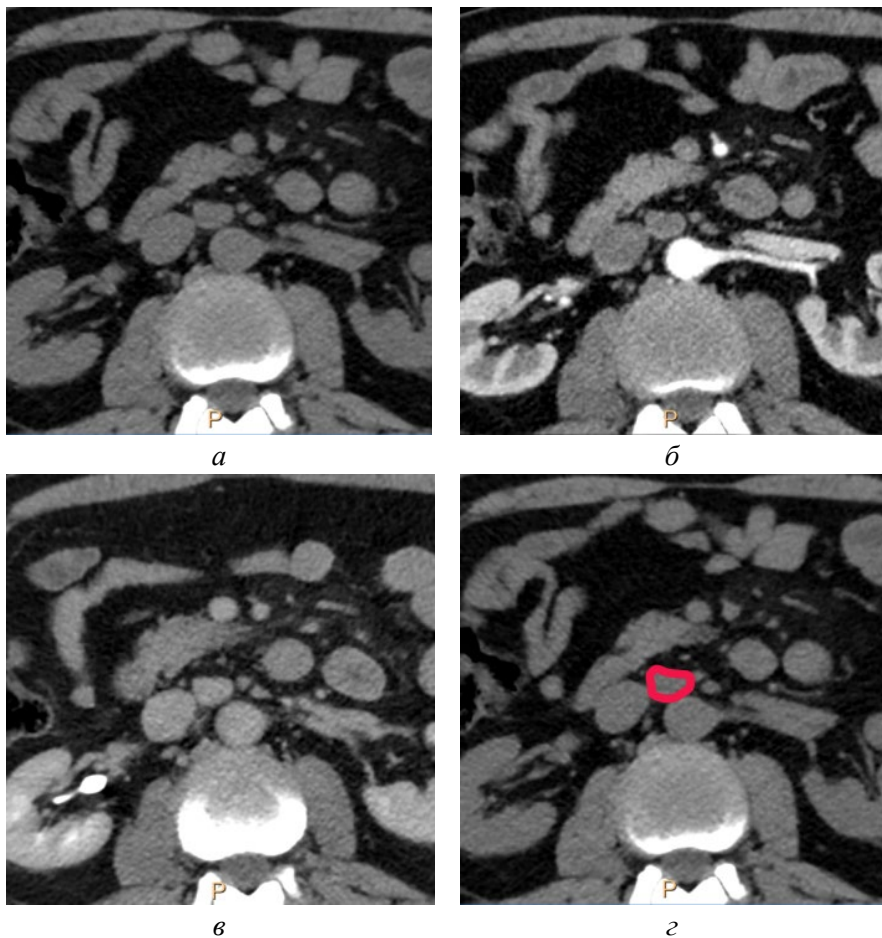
КТ желудка. В артериальную фазу сканирования аортокавальный лимфатический узел имеет гетерогенную структуру: гиперденсную периферическую часть и более гиподенсную внутреннюю: а – нативная фаза, б – артериальная фаза, в – портальная фаза, г – нативная фаза, аннотированное изображение [оригинальный рисунок].
